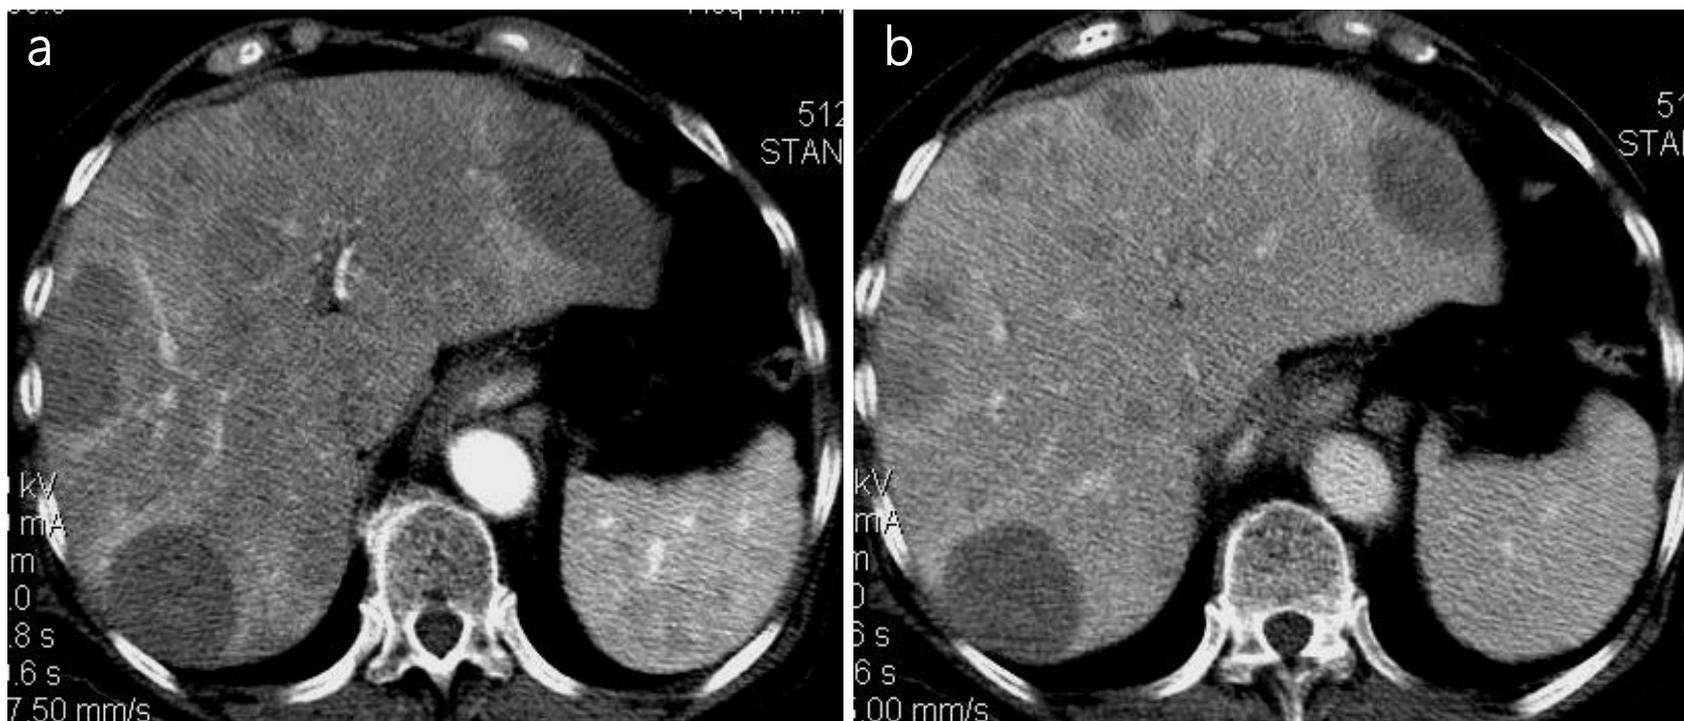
Imagens de TC nas fases arterial (a) e portal (b) mostram múltiplas lesões metastáticas hipodensas, bem definidas e arredondadas, com apenas mínimo realce periférico na fase arterial.
